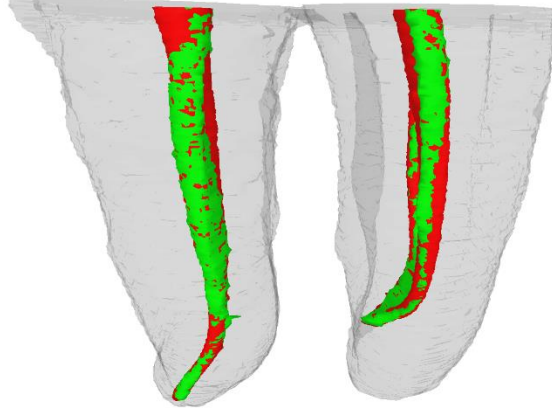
Üst azı dişi ultrakonservatif giriş kavitisinde şekillendirilen kök kanallarının mikro bilgisayarlı tomografi görüntüsü. Kırmızı alanlar enstrümente edilen alanları, yeşil alanlar enstrümente edilemeyen alanları göstermektedir.
